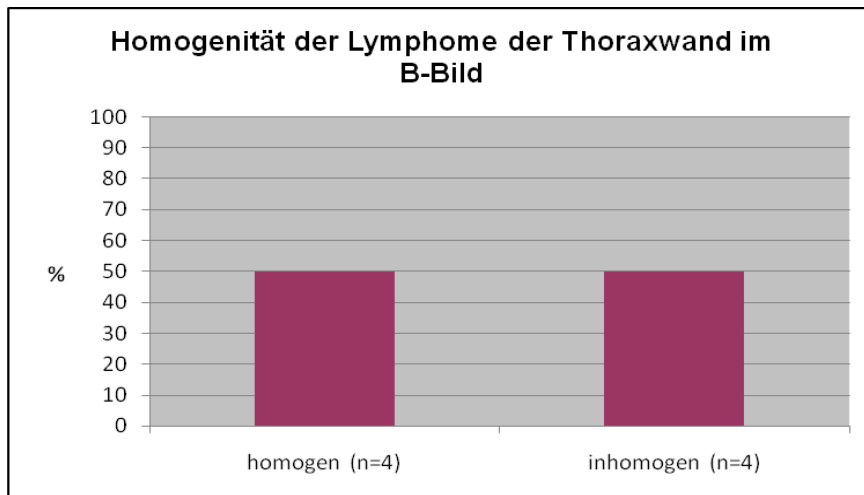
Darstellung der homogenen (n=4) und inhomogenen (n=4) malignen Lymphome der Thoraxwand in der B-Bild-Sonographie (in %)
